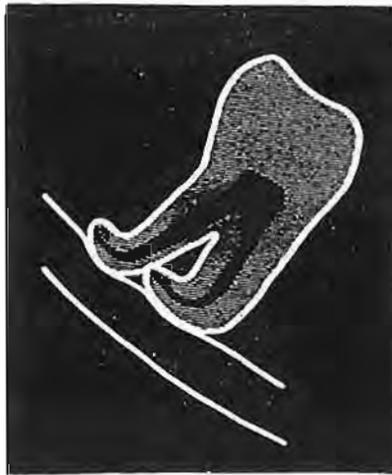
Immagine radiografica di deflessione delle radici.
